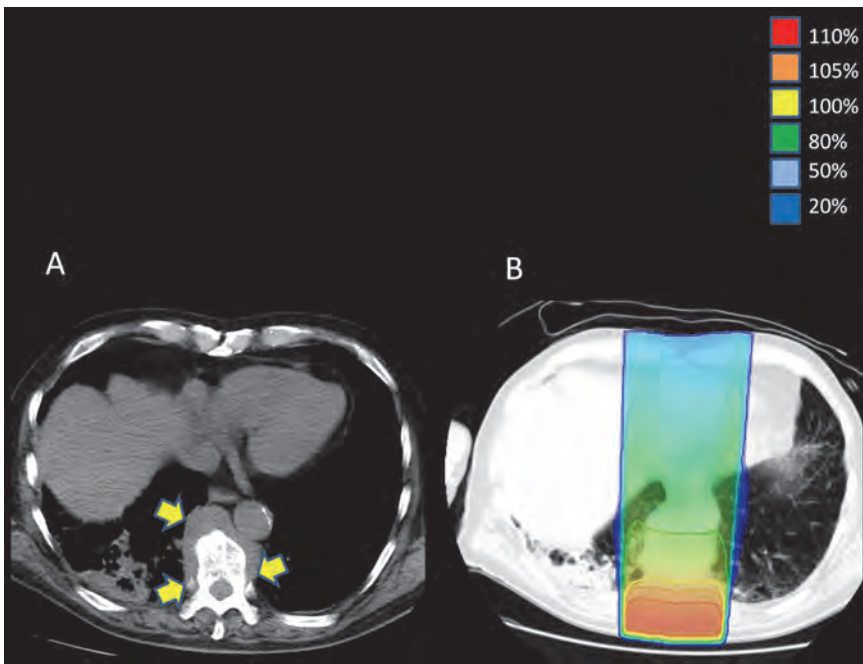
下肢麻痺出現時のCT(A)および、放射線治療プランの再現図(B)。Th10を中心に脊柱管内に進展する腫瘍を認め。腫瘍は骨外に浸潤している(A)。実際のプランはX線シュミレーターで作成し、後方1門照射であった。当時のビームデータをもとにEclipse上で再現している。
